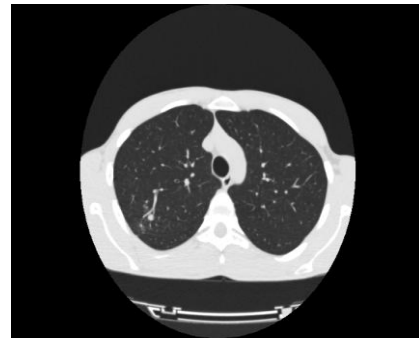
Зразок аксіального зрізу комп'ютерної томографії грудної клітини
